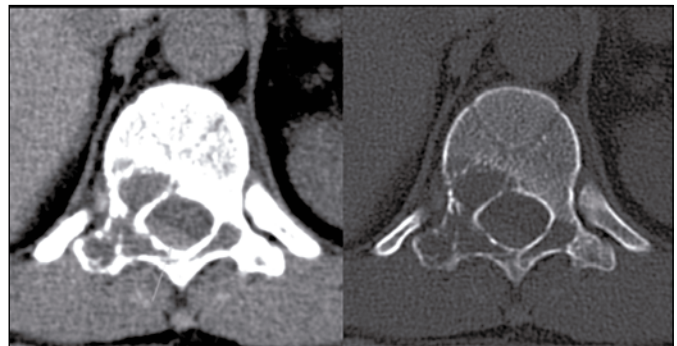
TC axial con ventana de parénquima y ventana ósea, en las que se observa hemangioma en el aspecto posterior del cuerpo vertebral con extensión a los elementos posteriores y hematoma epidural posterolateral derecho.
